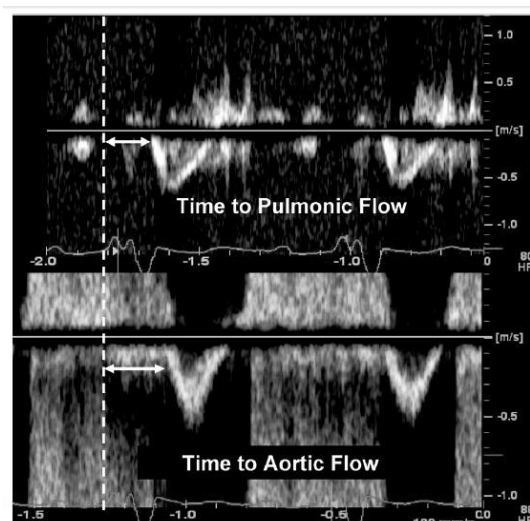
Avaliação ecocardiográfica da Dissincronia interventricular por doppler pulsado
